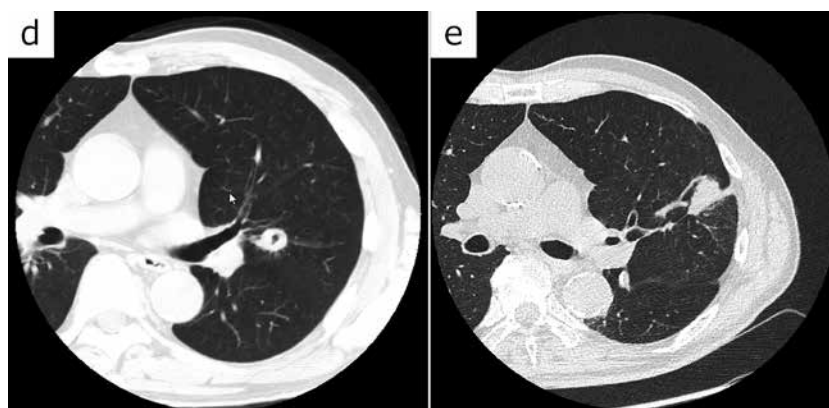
Serial examinations of chest CT (Case 1)
